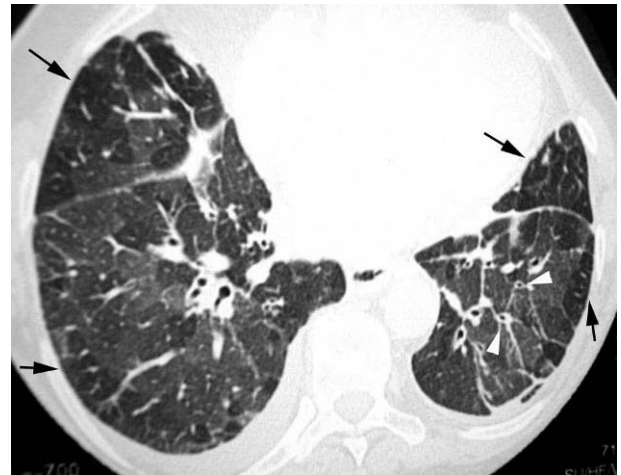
Paciente de 42 años con asma bronquial. El corte de tomografía computarizada de alta resolución en espiración muestra un patrón difuso bilateral de perfusión en mosaico. Las áreas radiolucientes (negras) representan atrapamiento aéreo intralobulillar (flechas). Existe asociado un engrosamiento de las paredes bronquiales y bronquiolares (cabezas de flechas).
